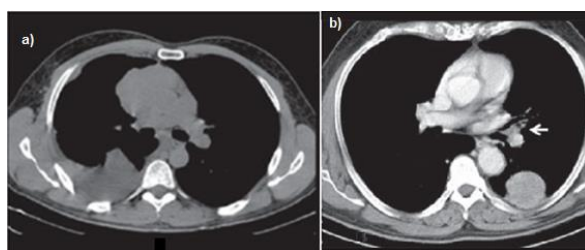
Imagens de tomografias de tórax sem e com contraste iodado
